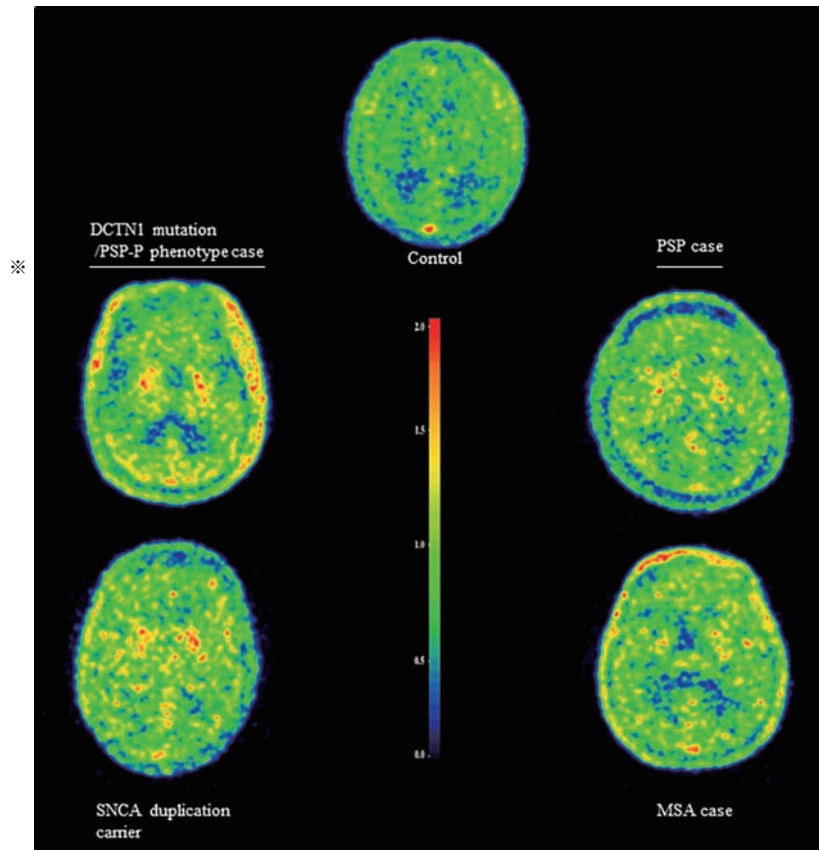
トレーサの注入から 50 ~ 70 分後のデータから推測した、標準化取り込み値比の PET 画像。黄色を含む暖色系は高い結合値、赤色は最高値を示す。1 列目：健常対照被験者の脳。局所的な特異的結合はみられない。2 列目：右側は PSP 患者、左側は PSP の臨床症状を呈する *DCTN1* 変異保有者。両者で大脳基底核に結合が認められるが、*DCTN1* 変異保有者では頭頂葉に取り込みがみられる。3 列目：*SNCA* 重複保有者と MSA 患者の PET 画像。無症候性 *SNCA* 重複保有者では大脳基底核にトレーサの著明な取り込み、MSA 患者では大脳基底核と皮質（前頭葉と頭頂葉）に軽度の取り込みがみられる。
